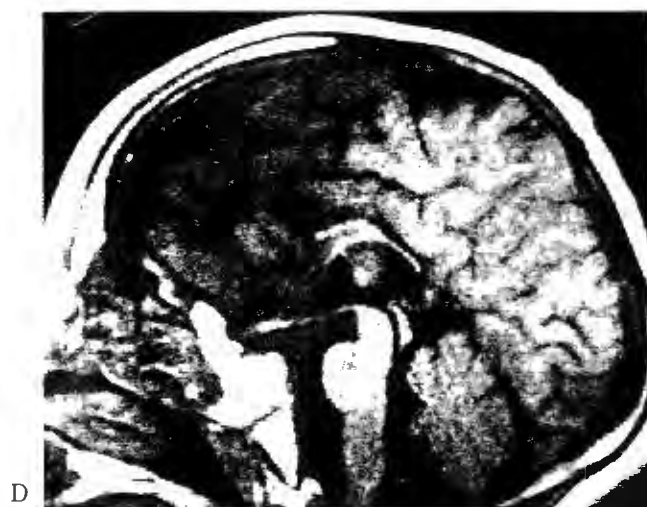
MR images of Case 1 obtained at 3 years of age.
